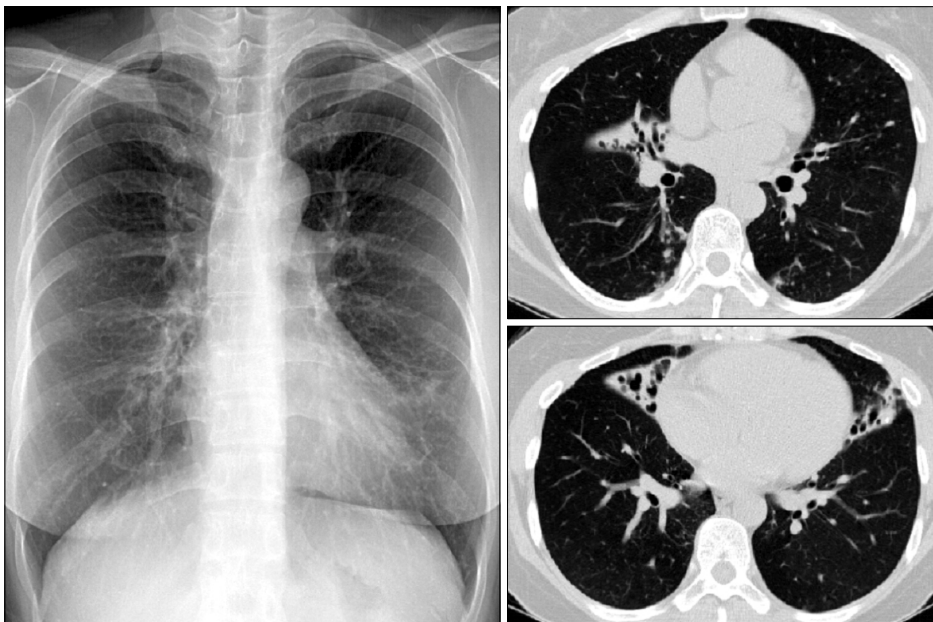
M. avium* pulmonary disease of the nodular bronchiectatic form in a 47-year-old woman. Chest radiograph shows a multifocal patchy distribution of small nodular clusters in both lower lung zones. HRCT show small centrilobular nodules and bronchiectasis in the both lungs, especially in the right middle lobe and in the lingular division of the left upper lobe.
